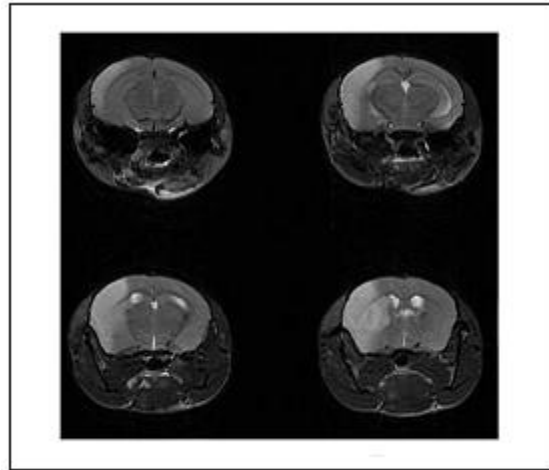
Charakteristisches T2-gewichtetes MRT eines Mausgehirnes am 1.Tag nach der MCAO. Das hyperintense Infarktareal der rechten Hemisphäre ist in allen dargestellten Schichten gut zu erkennen.
